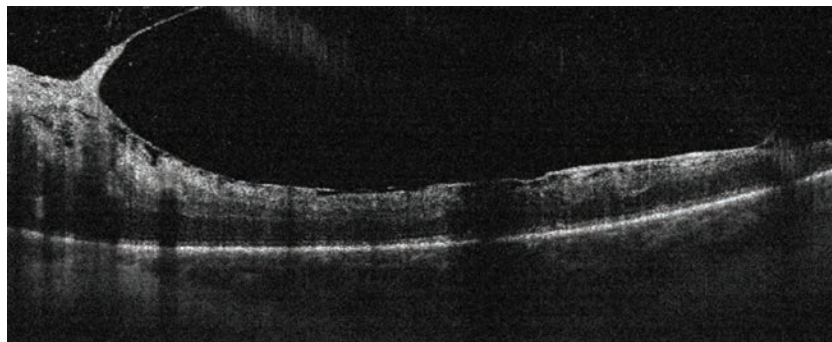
Оптическая когерентная томография левого глаза пациента Н. Визуализируется зона ретиношизиса в области витреоретинальной тракции
